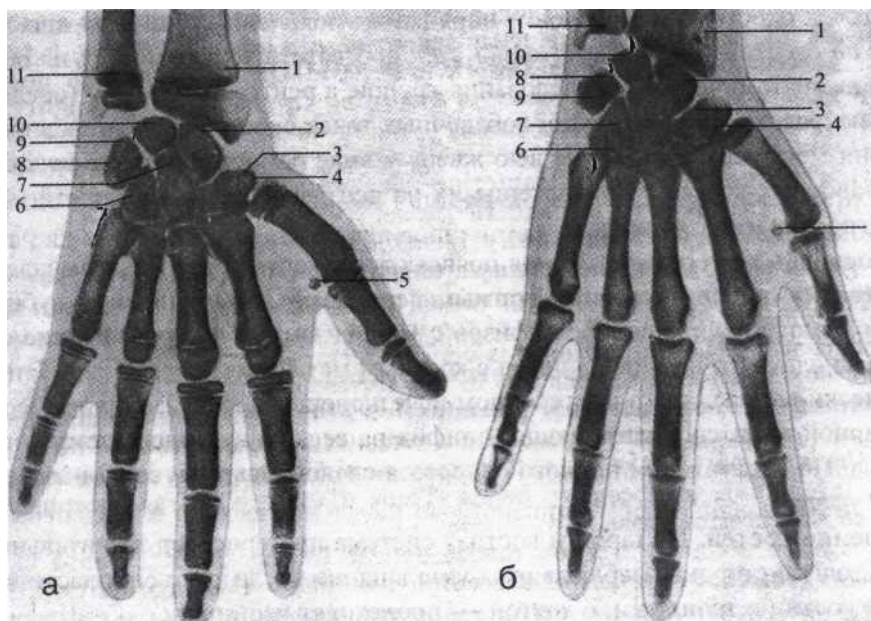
Рентгенограмма кисти.
